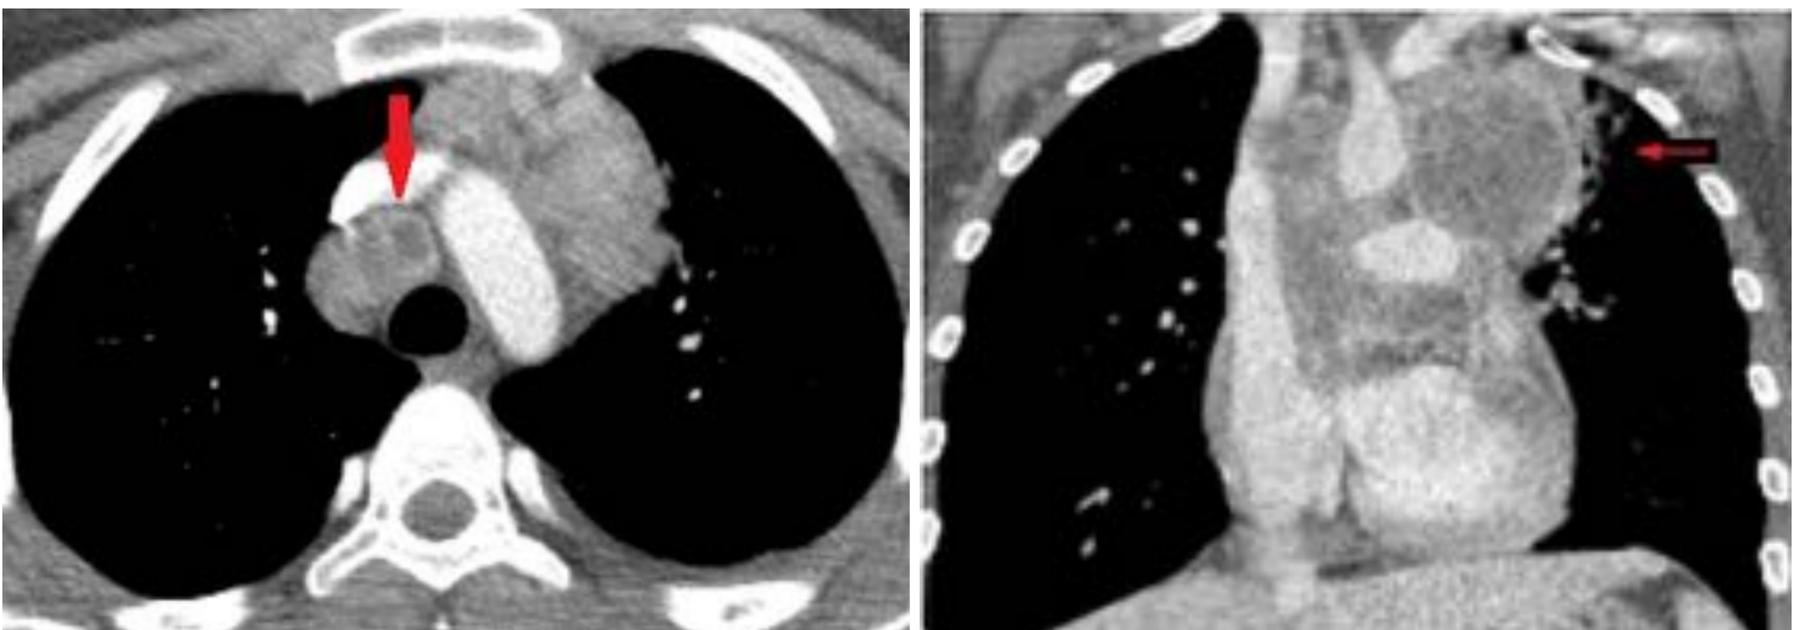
TC correspondiente a la paciente anterior. Adenopatías paratraqueales derechas y prevasculares con centro hipodenso y realce periférico (“rim sign”) debido a la necrosis caseosa.
